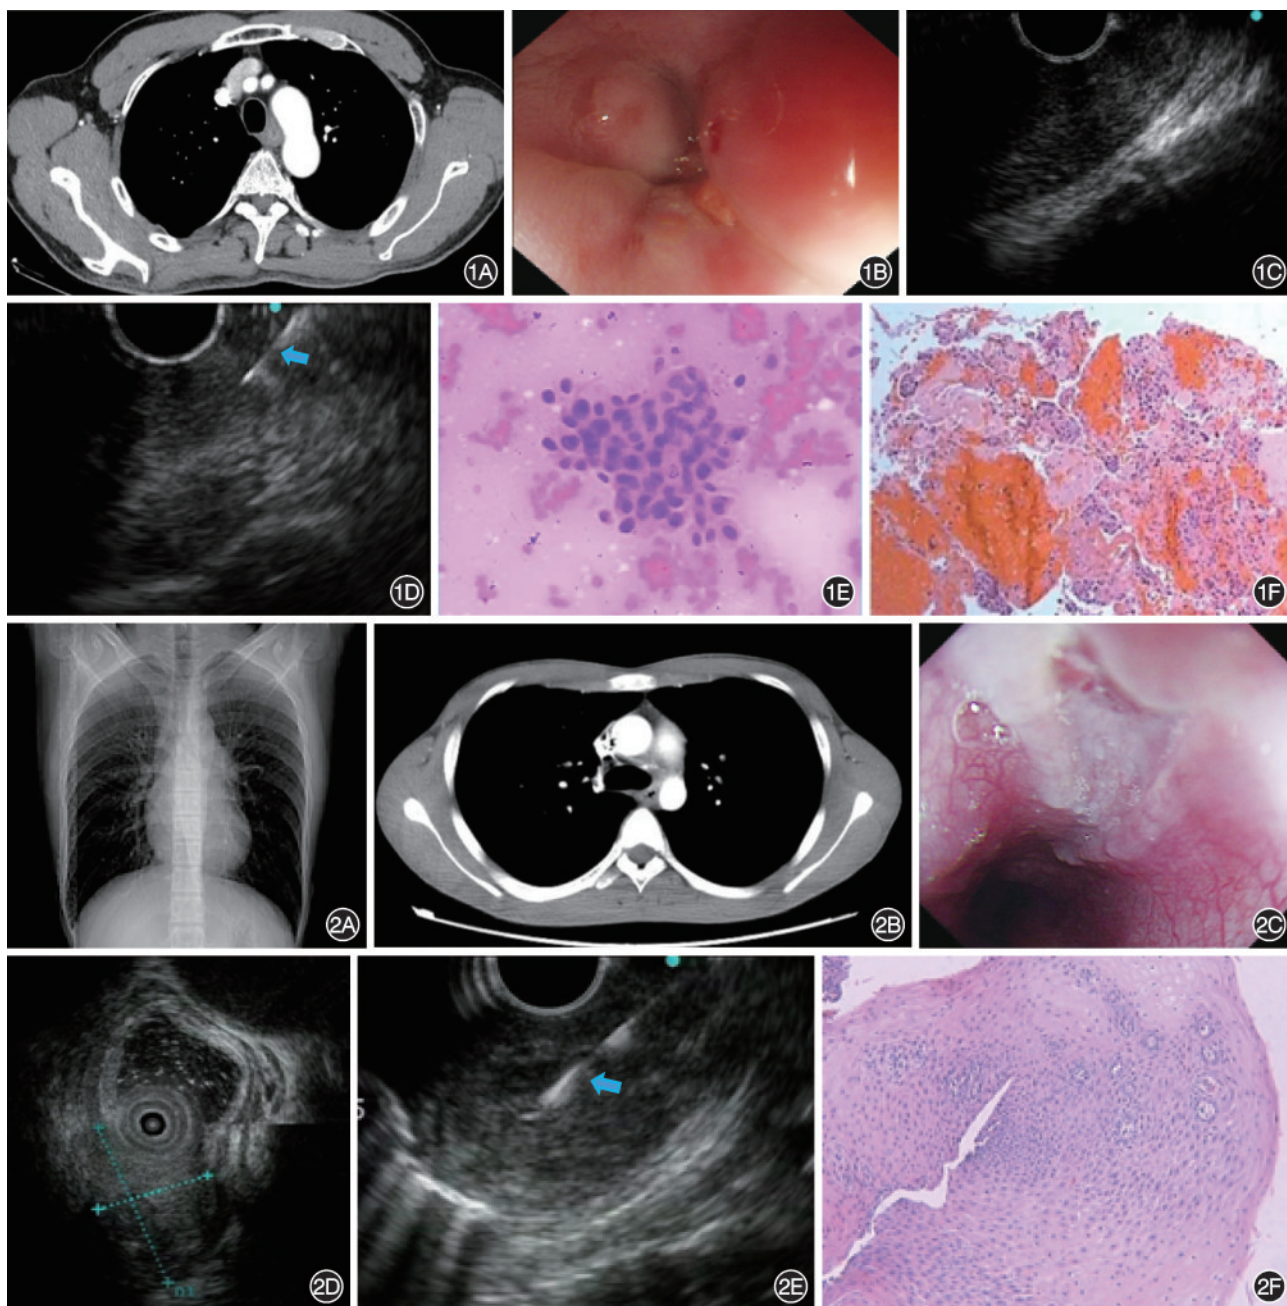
食管狭窄行超声内镜引导细针穿刺抽吸术(EUS-FNA)确诊食管鳞状细胞癌病例图片 1A:胸部增强CT显示食管胸上段管壁增厚; 1B:内镜示距门齿20 cm食管狭窄,镜身不能通过,表面光滑;1C:超声显示食管管壁层次消失,呈低回声改变;1D:食管狭窄处行EUS-FNA,蓝色箭头所指为穿刺针;1E:食管穿刺细胞学检查提示查见癌细胞,倾向鳞状细胞癌;1F:食管穿刺组织学检查显示多量凝血块内见鳞状上皮细胞团,细胞核浆比大,细胞核异型性明显,结合临床及细胞学检查,可符合鳞状细胞癌 图2 食管狭窄行超声内镜引导细针穿刺抽吸术(EUS-FNA)确诊食管结核病例图片资料 2A:胸部CT未见肺部明显异常;2B:胸部CT示食管胸中段管壁增厚,隆突下方软组织影; 2C:内镜示距门齿30 cm可见隆起病变,表面溃疡,周边可见再生上皮,溃疡表面未见白苔,反复观察未见瘘口;2D:超声显示隆突下可见一低回声病变,内部回声不均匀,内可见气体影,内可见血管穿行,横断面大小为3.52 cm×2.17 cm,病变和食管管壁分界不清,弹性成像3分; 2E:在病变处行EUS-FNA,蓝色箭头所指为穿刺针;2F:食管穿刺组织可见纤维素样坏死,查见慢性食管炎伴鳞状上皮增生,肉芽组织形成
